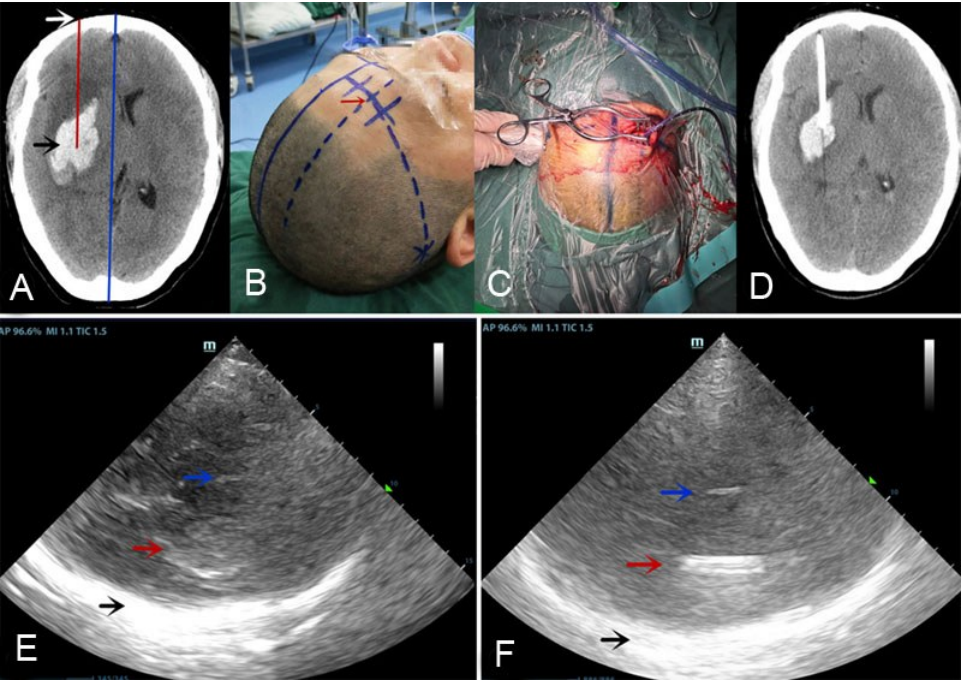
右侧高血压性基底节区出血经颅超声辅助下经额钻孔引流术治疗前后影像
